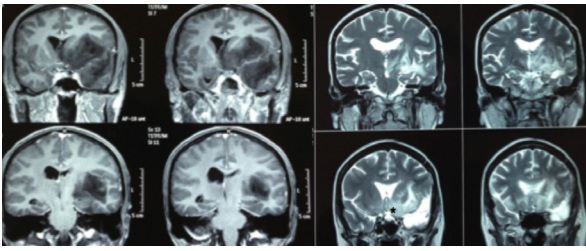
RM coronal em T1 pré-operatória de glioma temporoinssular a esquerda (imagem a esquerda) e em T2 evidenciando o pós-operatório. Observa-se que a região tumoral relacionada as artérias lenticuloestriadas não foi ressecada (*).
